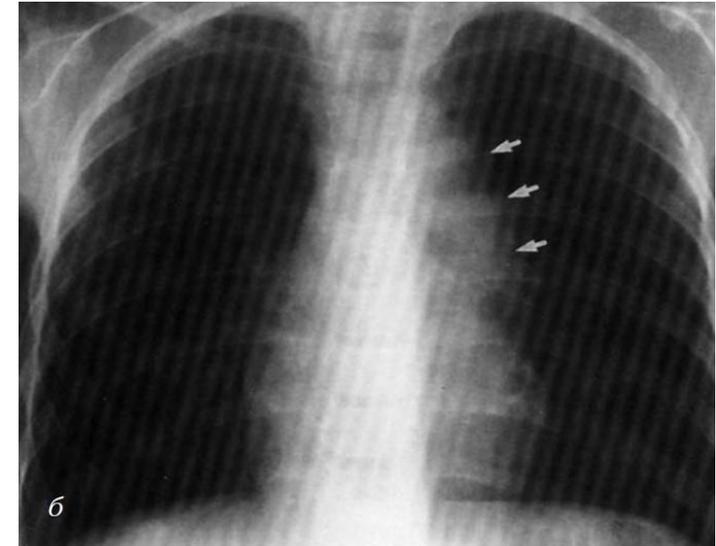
Рентгенограмма грудной клетки больных с корригированной транспозицией без внутрисердечных пороков (а) с умеренной недостаточностью левого AV-клапана (б). Левая позиция аорты отмечена стрелками
